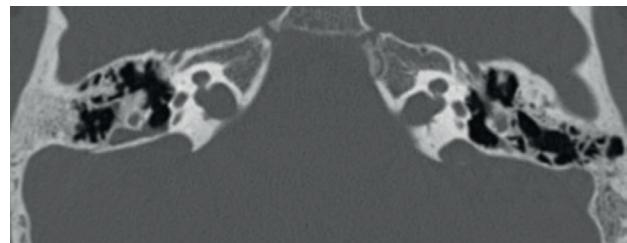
КТ картина облитерации улиткового поля
